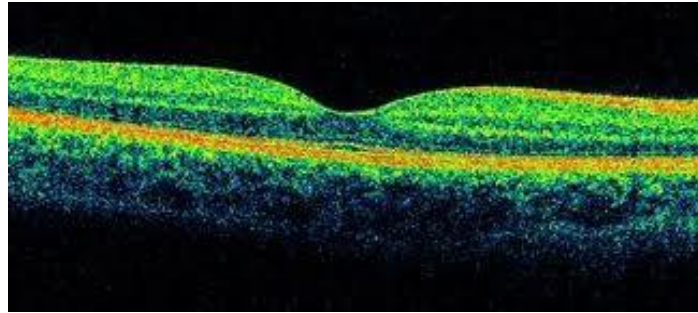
Imagem de tomografia de coerência óptica da retina (arquivo pessoal)
